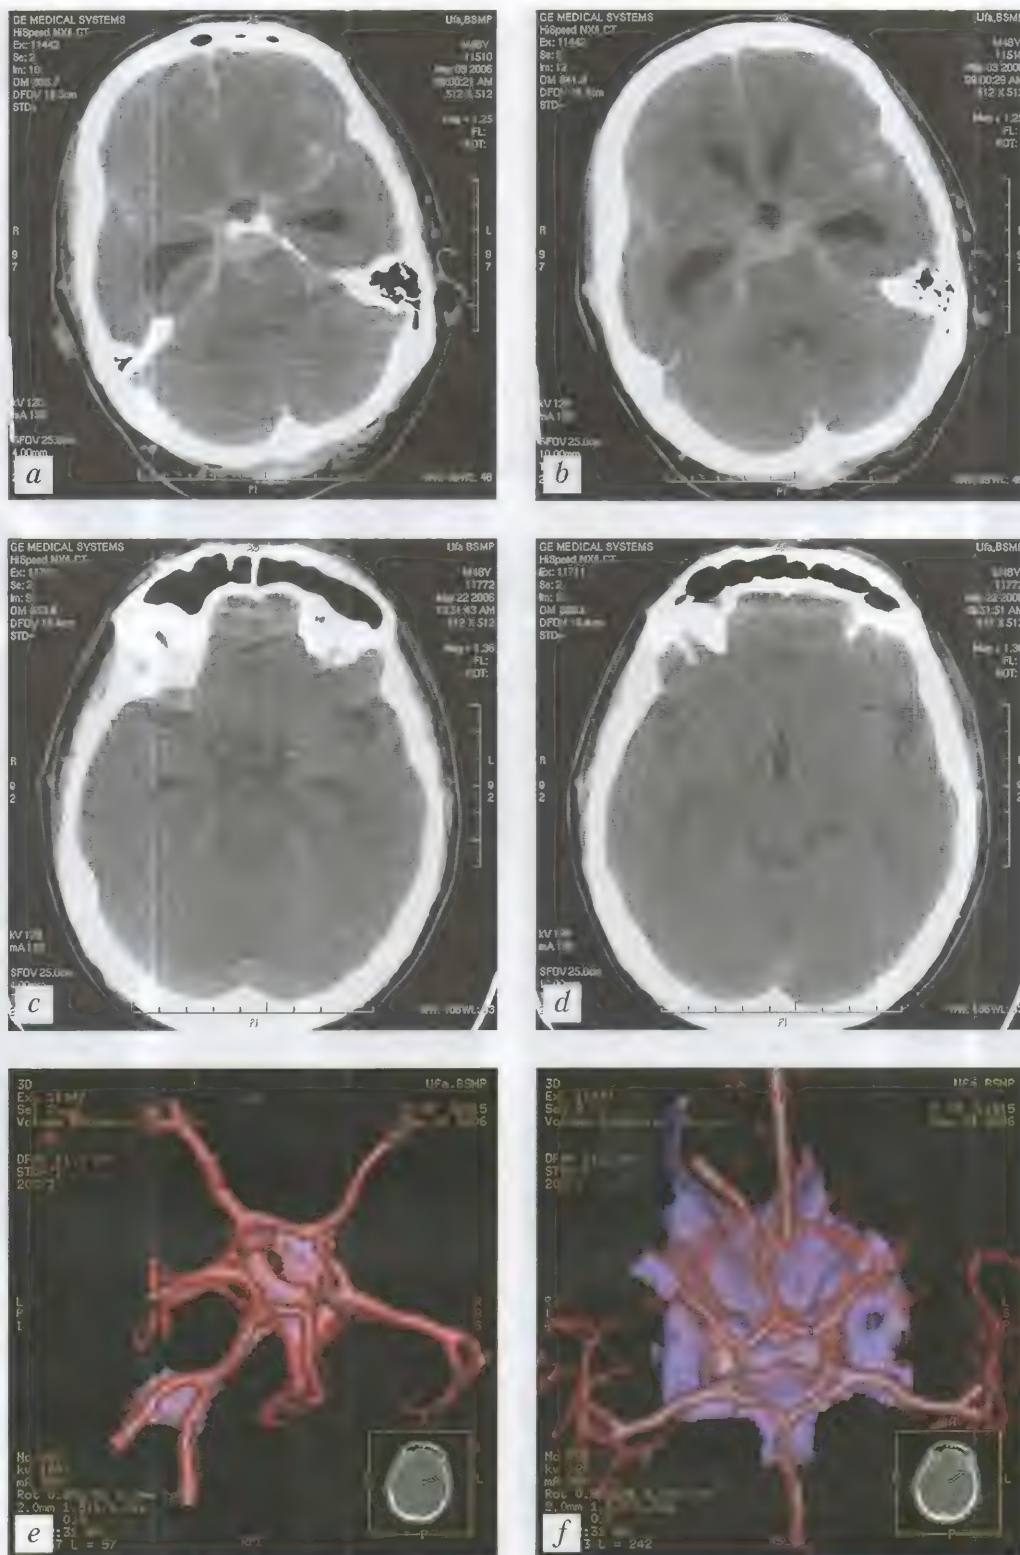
Больной К., 48 лет. Массивное субарахноидальное кровоизлияние. КТ (неконтрастная) — *a, b*;
